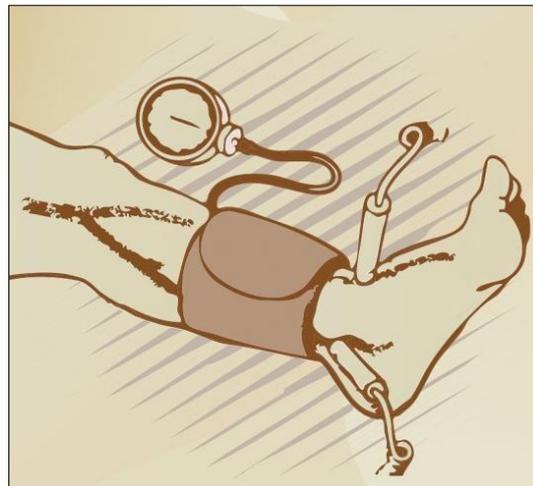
Equipamento com posicionamento da sonda Doppler para avaliar o Índice do tornozelo
